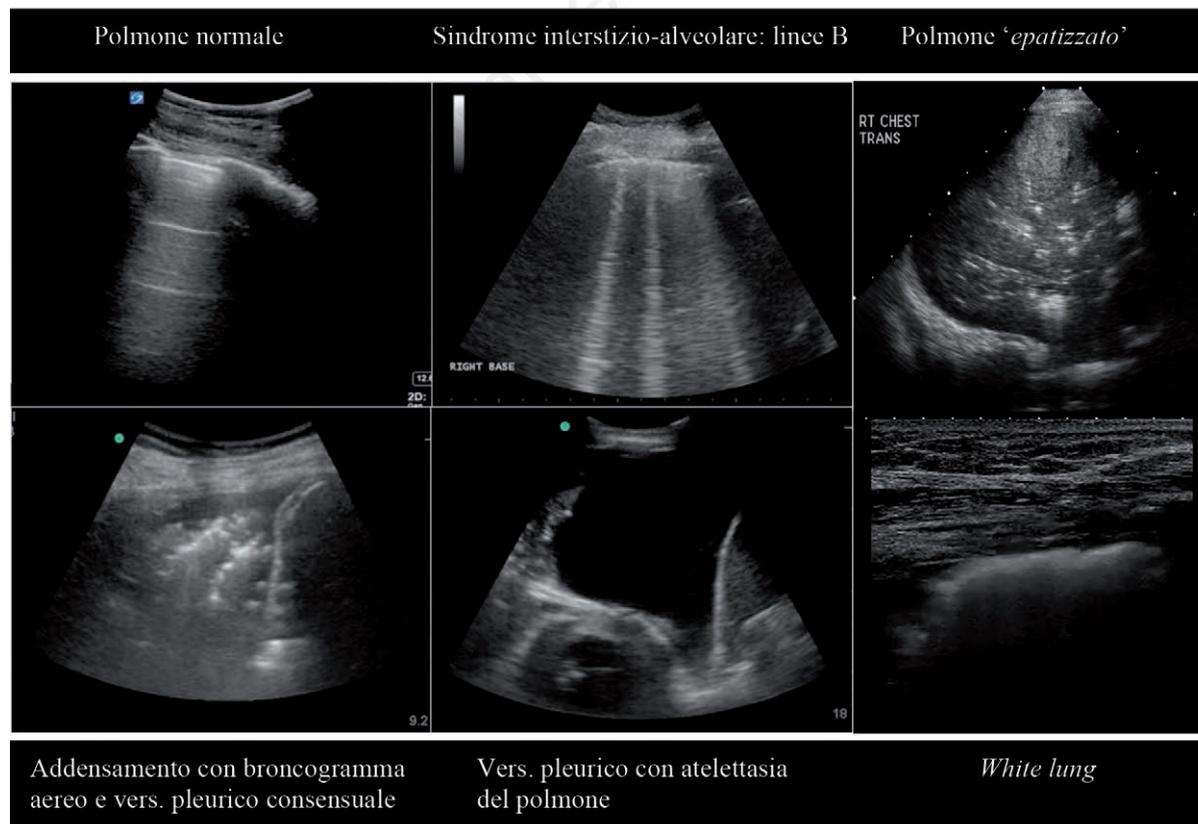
Semeiologia normale e patologica in ecografia toracica.
